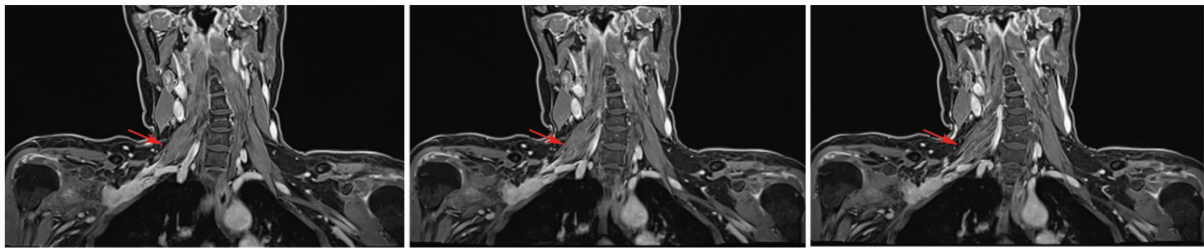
Contrast-enhanced MRI revealed the clavicular lesion in the posterior segment of the right brachial plexus, as indicated by the arrow
